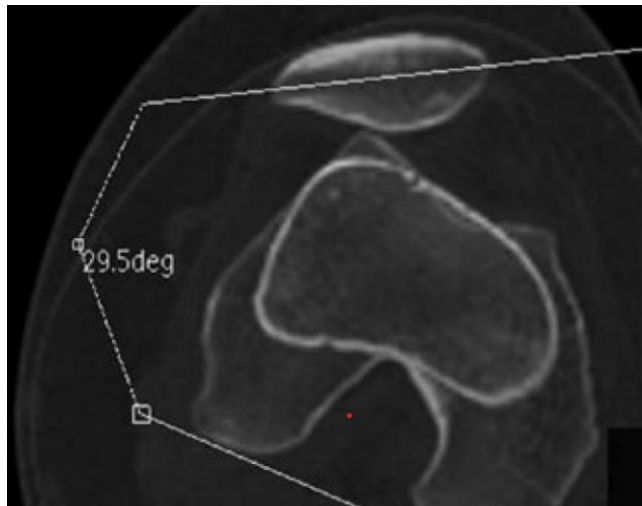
КТ-грамма с схемой определения угла наклона надколенника (аксиальная проекция)
